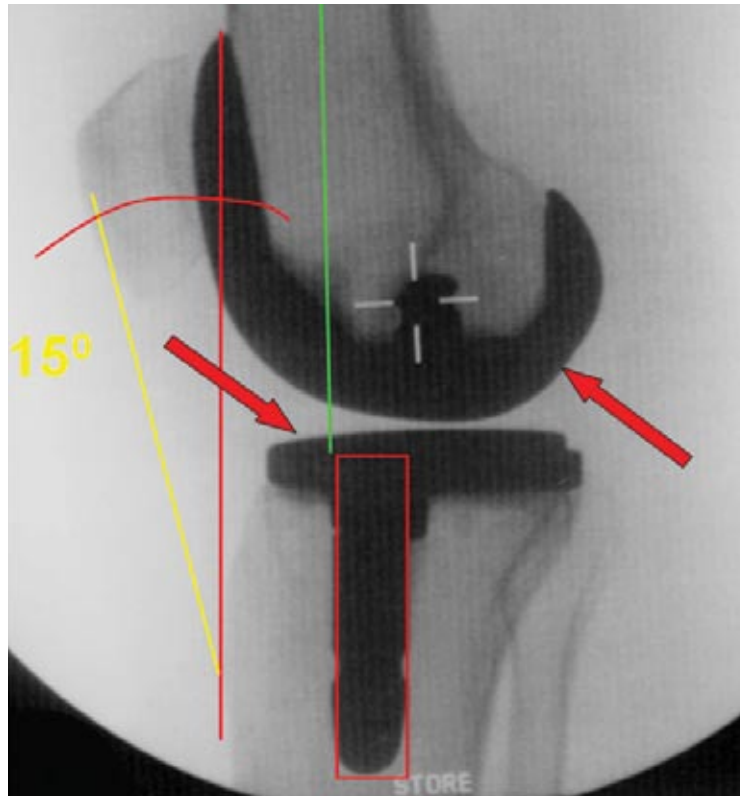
Lateral x-ray: Articular surfaces in the knee endoprosthesis.
